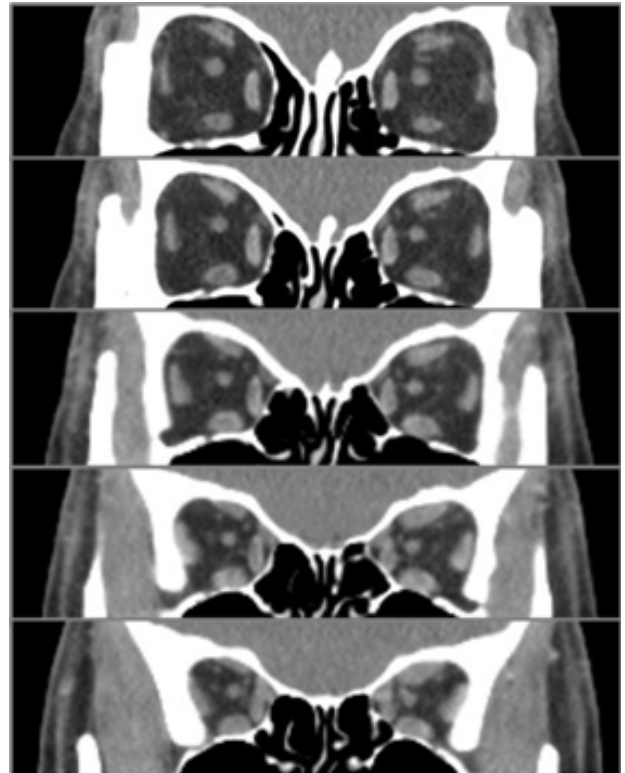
Selection of 5 images and measurement of extraocular muscle (EOM) area by orbit computed tomography. The average cross-sectional area of EOM was measured in a total of 5 images (2 mm interval). The 5 images were selected based on the largest area of 4 rectus muscles of each eye in the coronal view, which included 2 previous images and 2 follow-up images.
